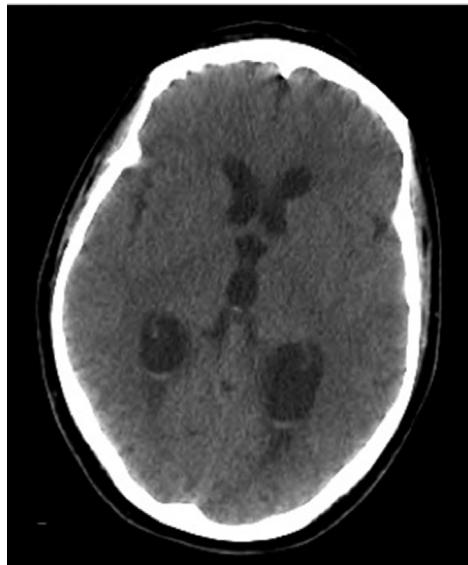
Imagem axial de TC mostrando material denso decantado nos cornos posteriores dos ventrículos laterais, identificado como sangue intraventricular. Não se observam outras lesões no parênquima cerebral.
